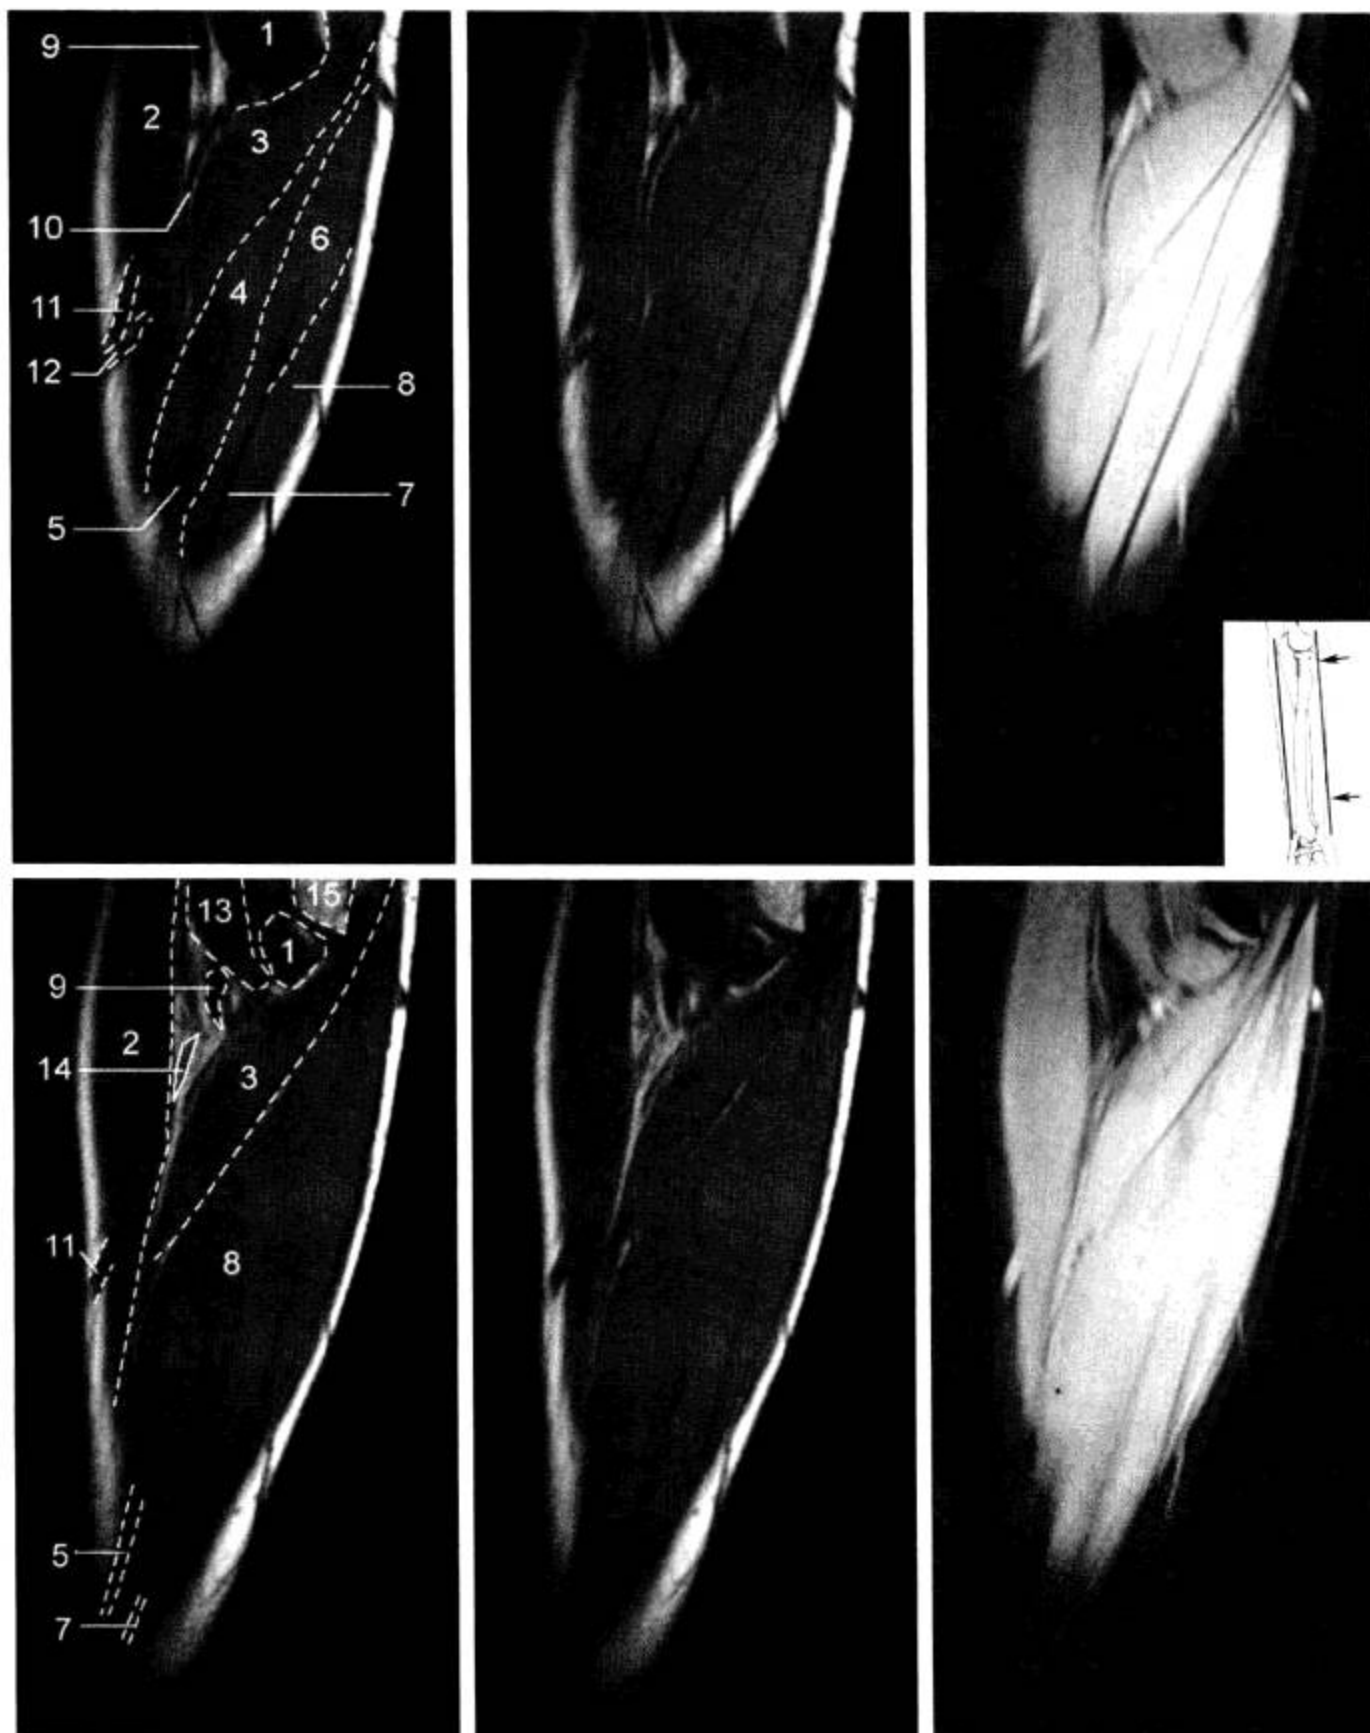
前臂 MRI 冠状面 (T<sub>1</sub>WI, 抑脂 T<sub>2</sub>WI)
